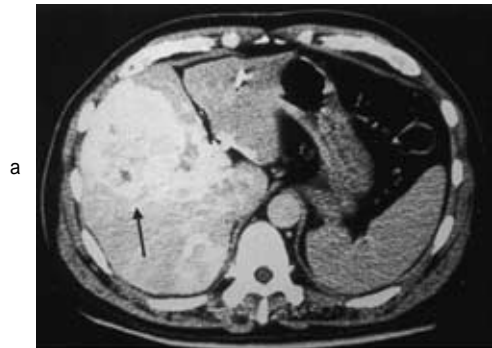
a : Angio CT shows a tumor in the medial segment and the anterior segment measuring about 6 cm in diameter.
